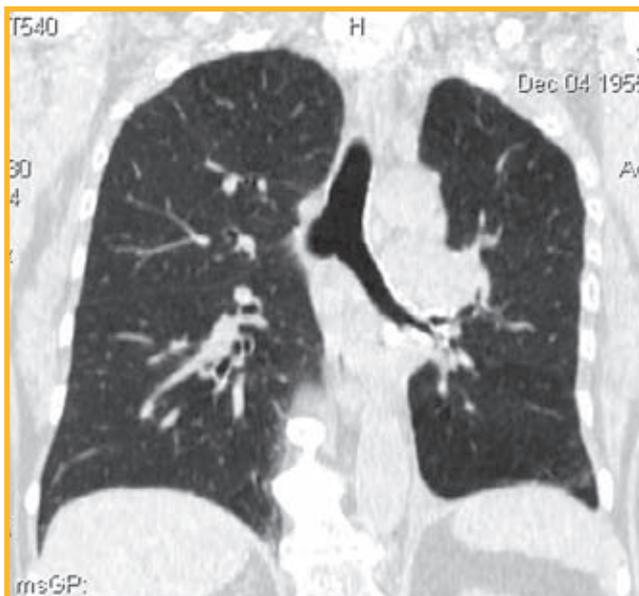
Компьютерная томограмма органов грудной клетки через 6 мес. после операции
